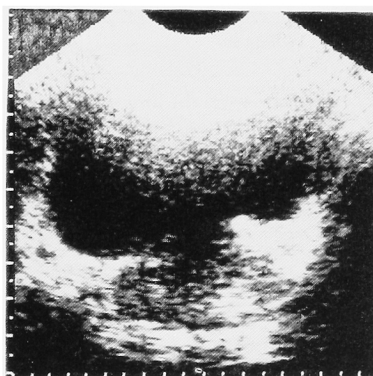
Postoperative transabdominal ultrasonography (3MHz): transverse image.
